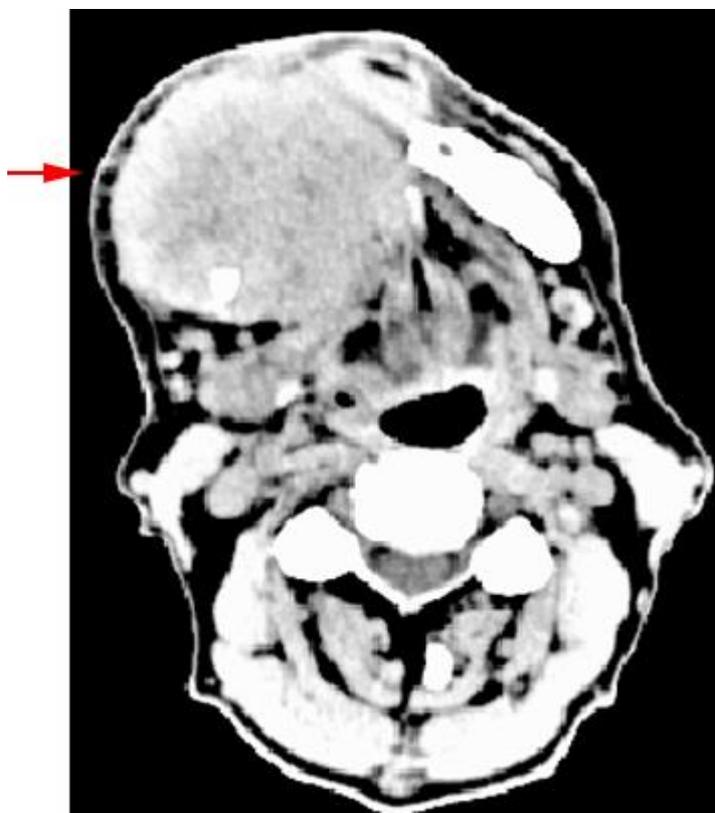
Imagen tumoral en la Tomografía Computarizada.
